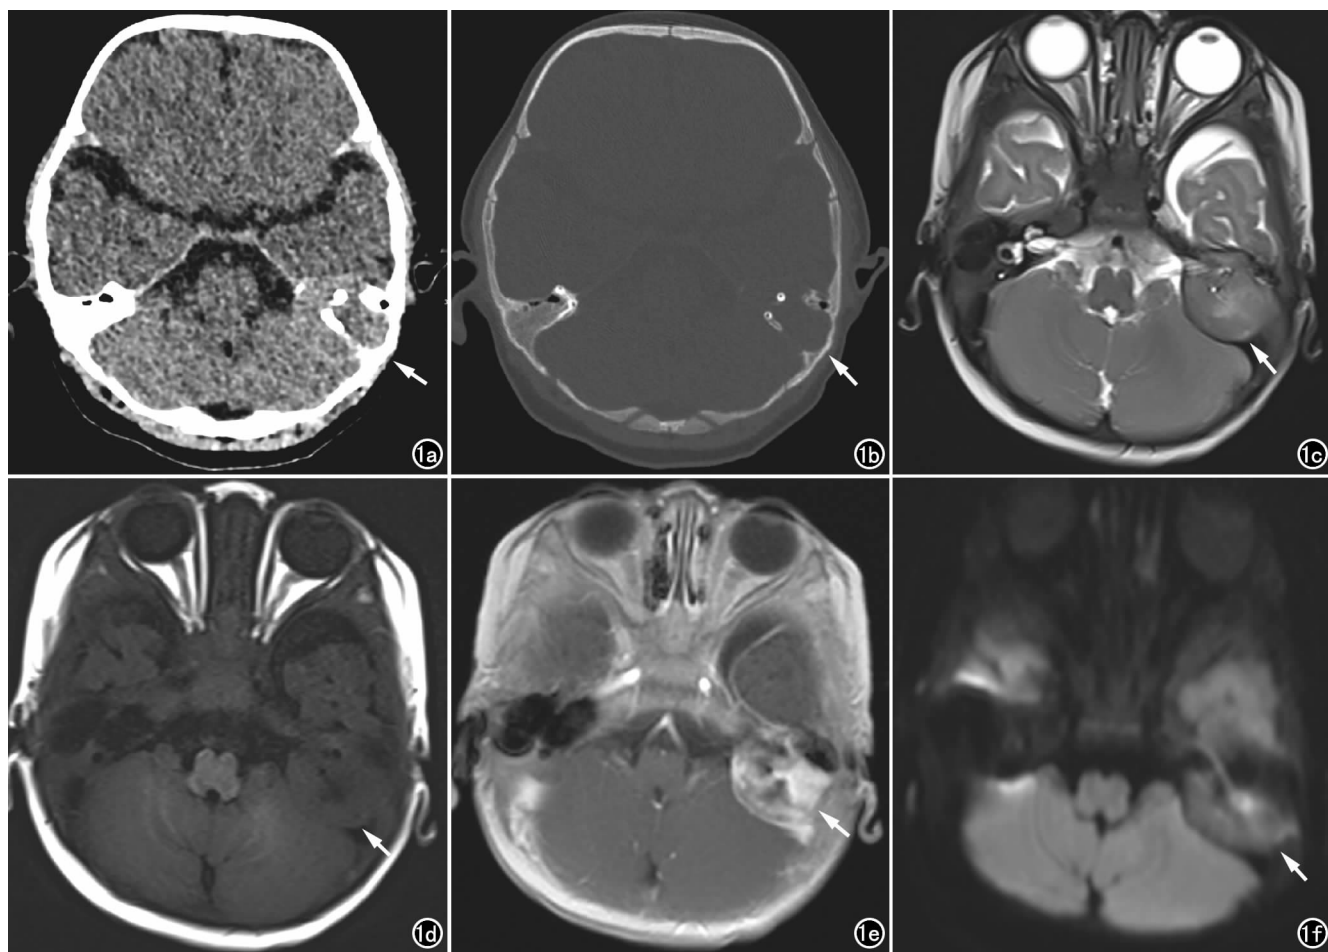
男,5个月,口角右歪2~3天入院。a、b)头颅CT示左侧颞骨岩部可见膨胀性溶骨性骨质破坏肿块(箭),边界欠清晰,相应颅骨骨质破坏;c)T₂WI示病灶呈等高信号(箭),边界清晰,压迫邻近小脑半球;d)T₁WI示病灶呈等低信号(箭);e)T₁WI增强扫描示病灶明显不均匀强化(箭),其内不强化区与T₁WI低、T₂WI高信号区对应,提示坏死,可见病变累及硬脑膜;f)DWI序列示病灶呈等信号影(箭)。
